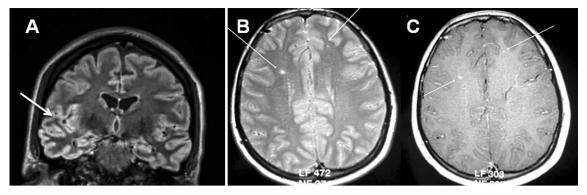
IRM encéphalique de la patiente 1 (A) et 2 (B et C). A: coupe coronale en séquence FLAIR montrant un hypersignal du ruban cortical temporopariétal droit (flèche). Séquence pondérée T2 montrant plusieurs petits hypersignaux de substance blanche sous-corticale (flèche) (B), prenant le gadolinium sur les séquences pondérées en T1 (C).
